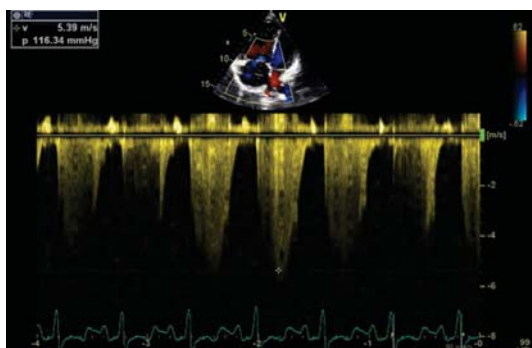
Examinare Doppler continuu la nivelul valvei tricuspide: viteză maximă a jetului de regurgitare tricuspidiană = 5,38 m/s, presiune maximă = 116 mmHg, corespunzând unei presiuni sistolice în artera pulmonară de peste 120 mmHg (hipertensiune pulmonară severă)
